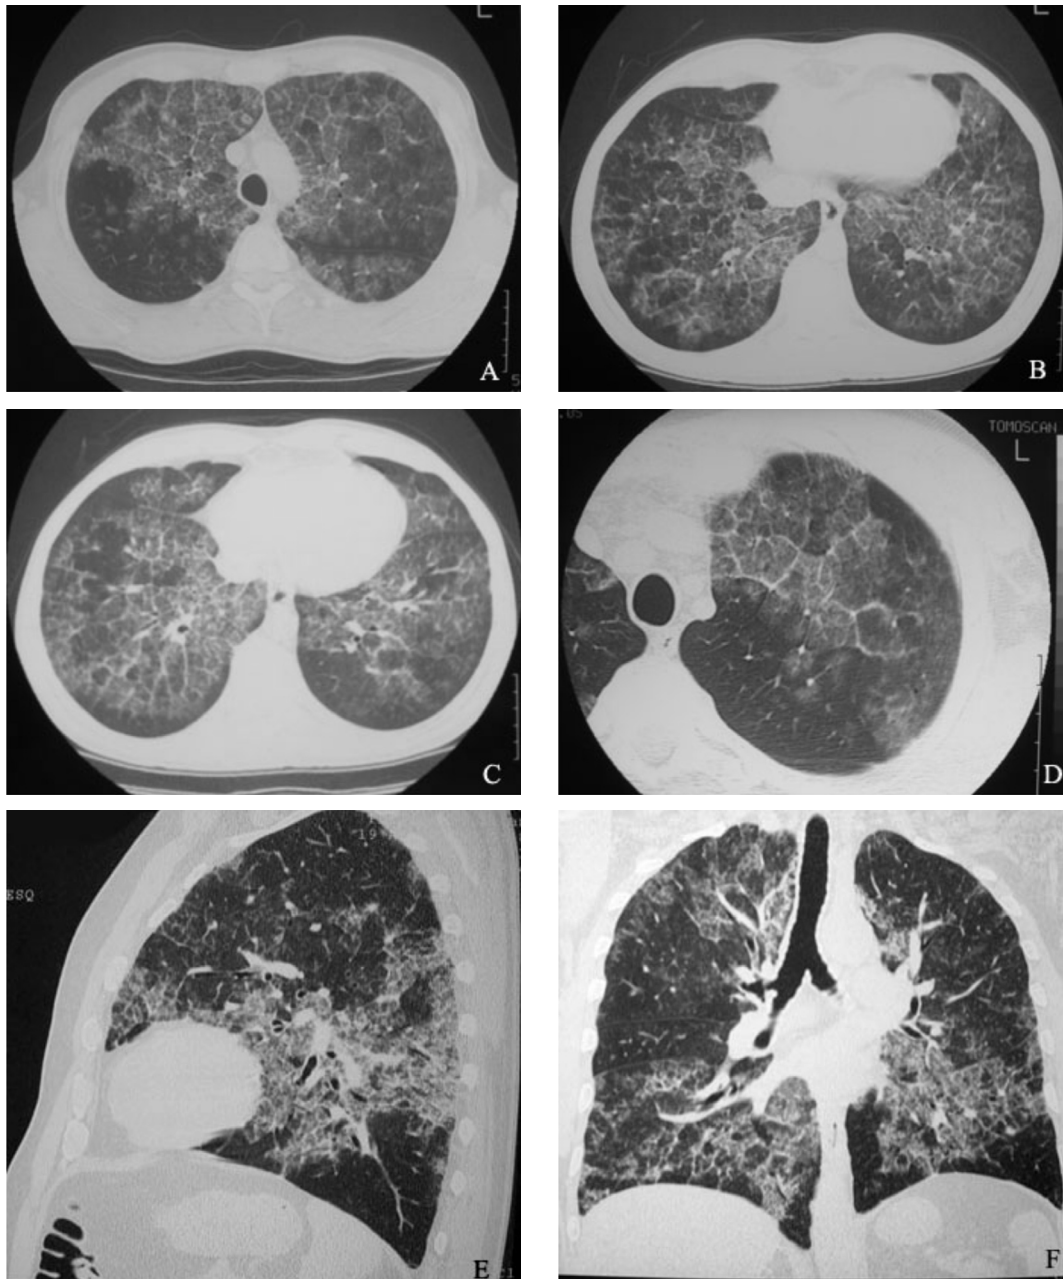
(A a F) – Cortes de TC torácica (A a D no plano axial) em que se observa *crazy paving* que consiste na sobreposição de um padrão reticular fino, de forma poligonal, nas áreas de vidro despolido. Imagem D com maior pormenor. Imagens E e F – cortes no plano coronal
